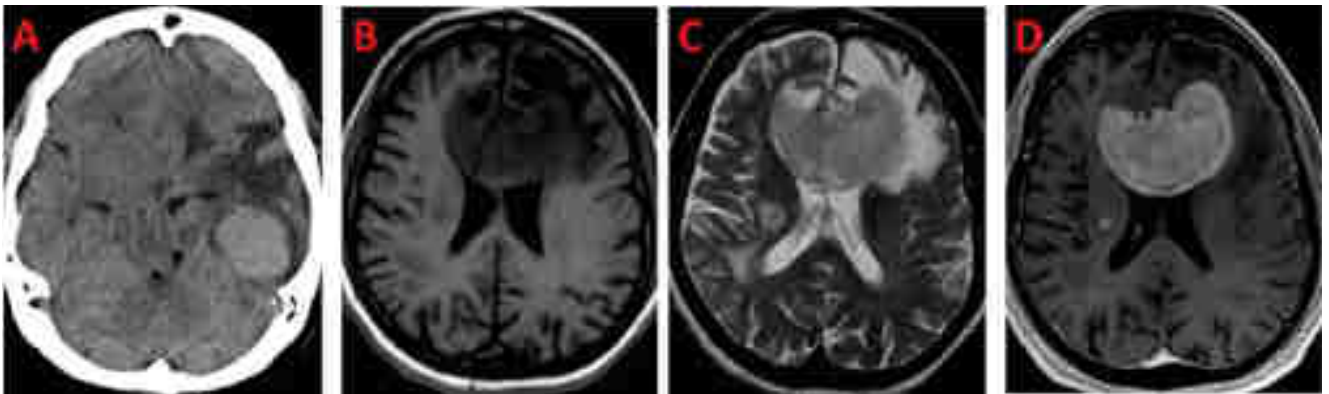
Images typiques d'un PCNSL de l'immunocompétent.³ Chez un premier patient, la masse unique apparaît homogène et hyperdense au scanner sans prise de contraste, accompagnée d'un œdème périlésionnel (A). Chez un second patient, l'IRM révèle une masse hypointense par rapport à la substance grise en T1 (B) et en T2 (C), avec prise de contraste intense et homogène (D). Un œdème périlésionnel est également visible (B, C, D).
